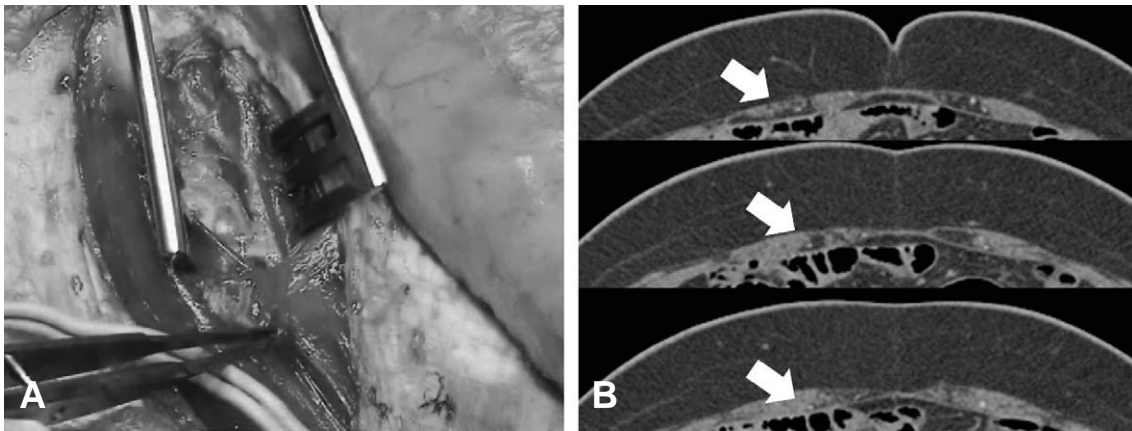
Abundant perivascular fat. (A) Intraoperative findings. (B) Preoperative CT angiography findings.
